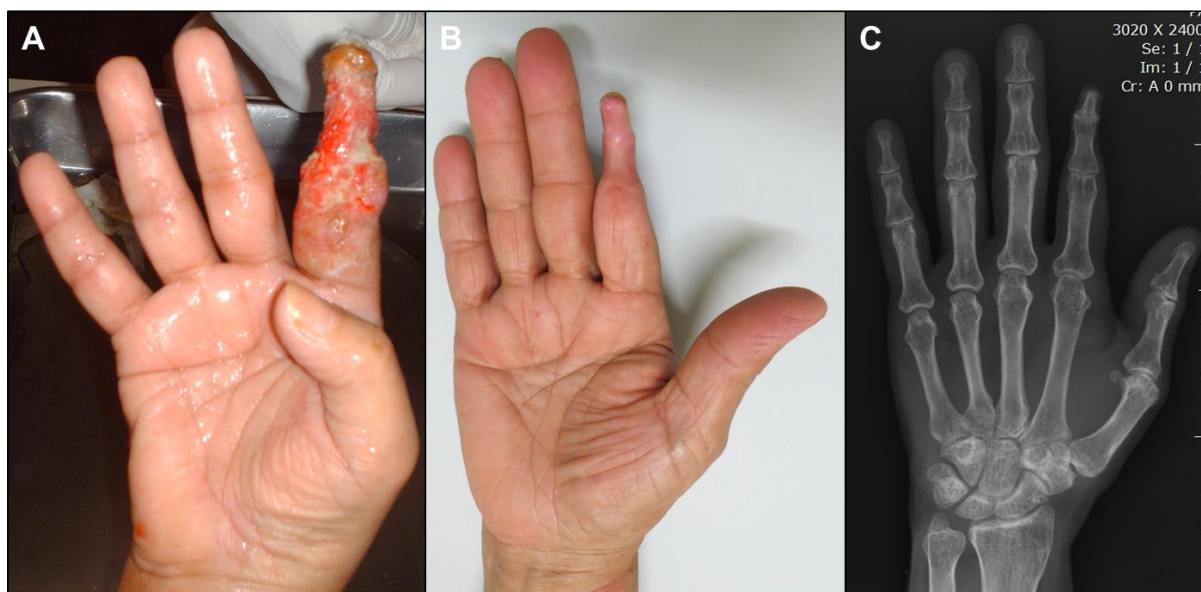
(caso 10): A) Exuberante lesão ulcerada exsudativa no 2º quirodáctilo direito, em paciente com esporotricose inicialmente linfocutânea. B-C) Perda de partes moles como seqüela de reabsorção óssea (clínica e radiografia). (Fonte: A – Imagem gentilmente cedida pelo Serviço de Enfermagem do INI; B - Laboratório de Pesquisa Clínica em Dermatologia Infecciosa; C - Serviço de Imagem do INI)
